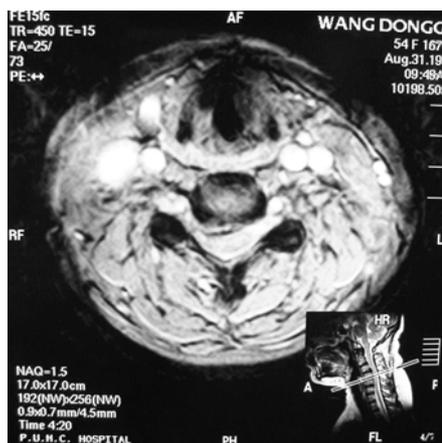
Keegan 型颈椎病患者, MRI 显示 C₄~C₅ 水平旁中央压迫
